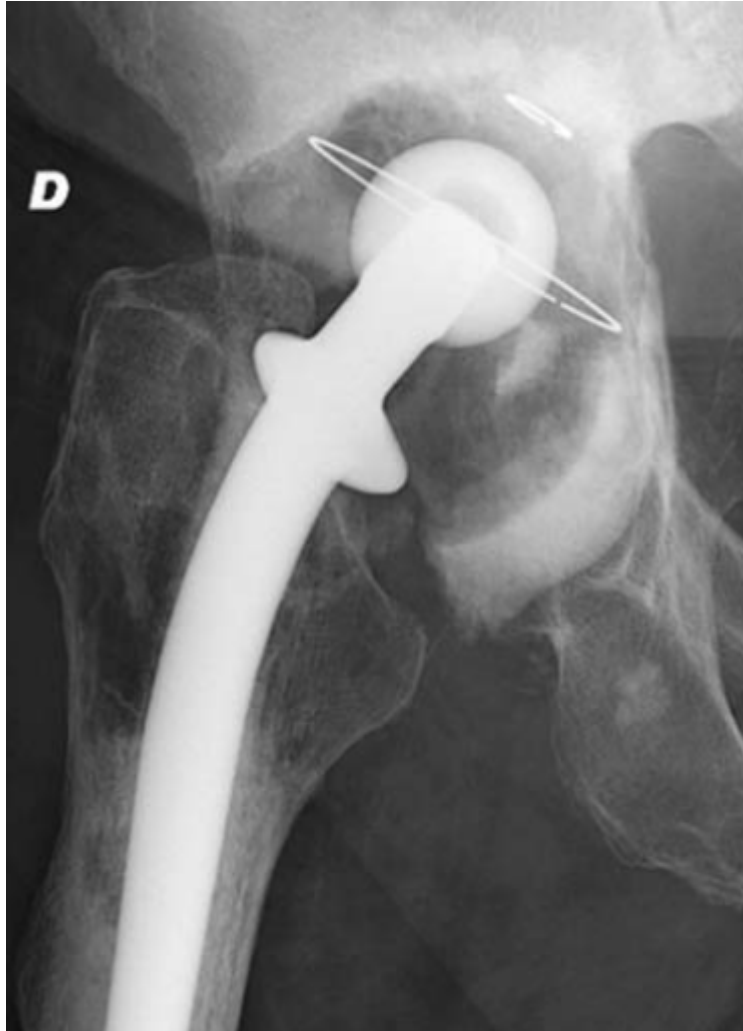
Descellement septique de prothèse de hanche avec ostéite chronique. Cliché de radiographie standard.
